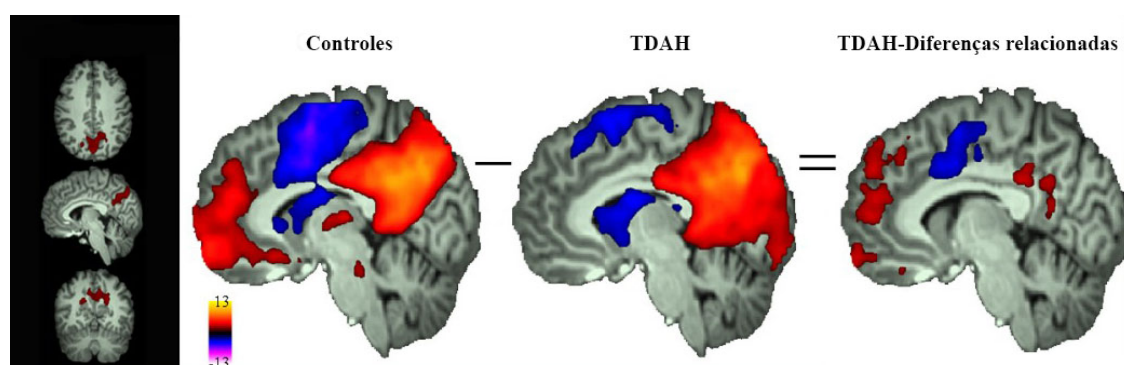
Imagem em ressonância magnética funcional (RMf) mostrando redução ou ausência de ativação ou recrutamento funcional no córtex pré-frontal durante atividades que exigem esforço mental em pacientes com TDAH em comparação com controles.
